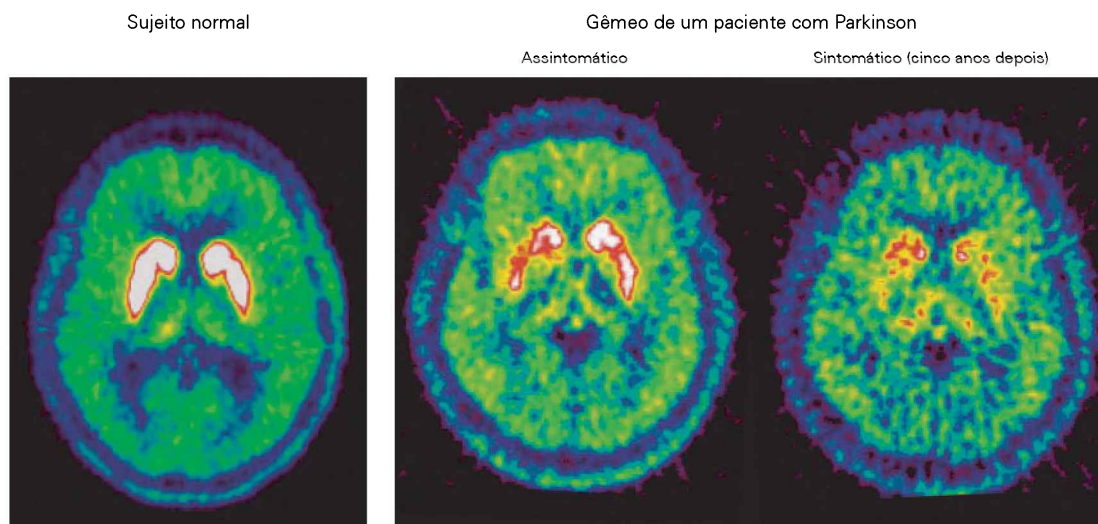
Perda de dopamina do estriado na doença de Parkinson. As imagens usando tomografia por emissão de pósitrons (PET) a partir da captação de ^{18}F -DOPA pelo estriado em um sujeito normal e em um irmão gêmeo de um paciente parkinsoniano mostram a extensão do metabolismo da dopamina. No
